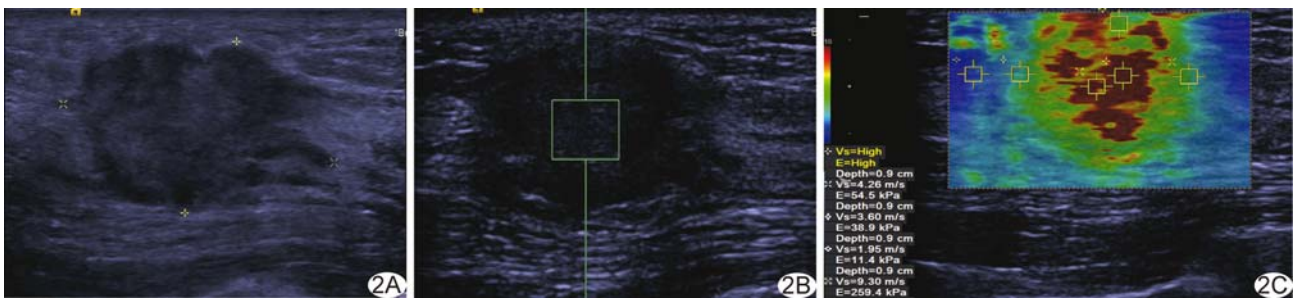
患者,47 岁,乳腺浸润性导管癌,病灶最大径 26 mm A. 常规超声检查; B. VTIQ 检查,SWV_{VTQ}为 9 m/s; C. VTIQ 检查,SWV_{max}为 10.00 m/s,SWV_{ratio}为 5.13
